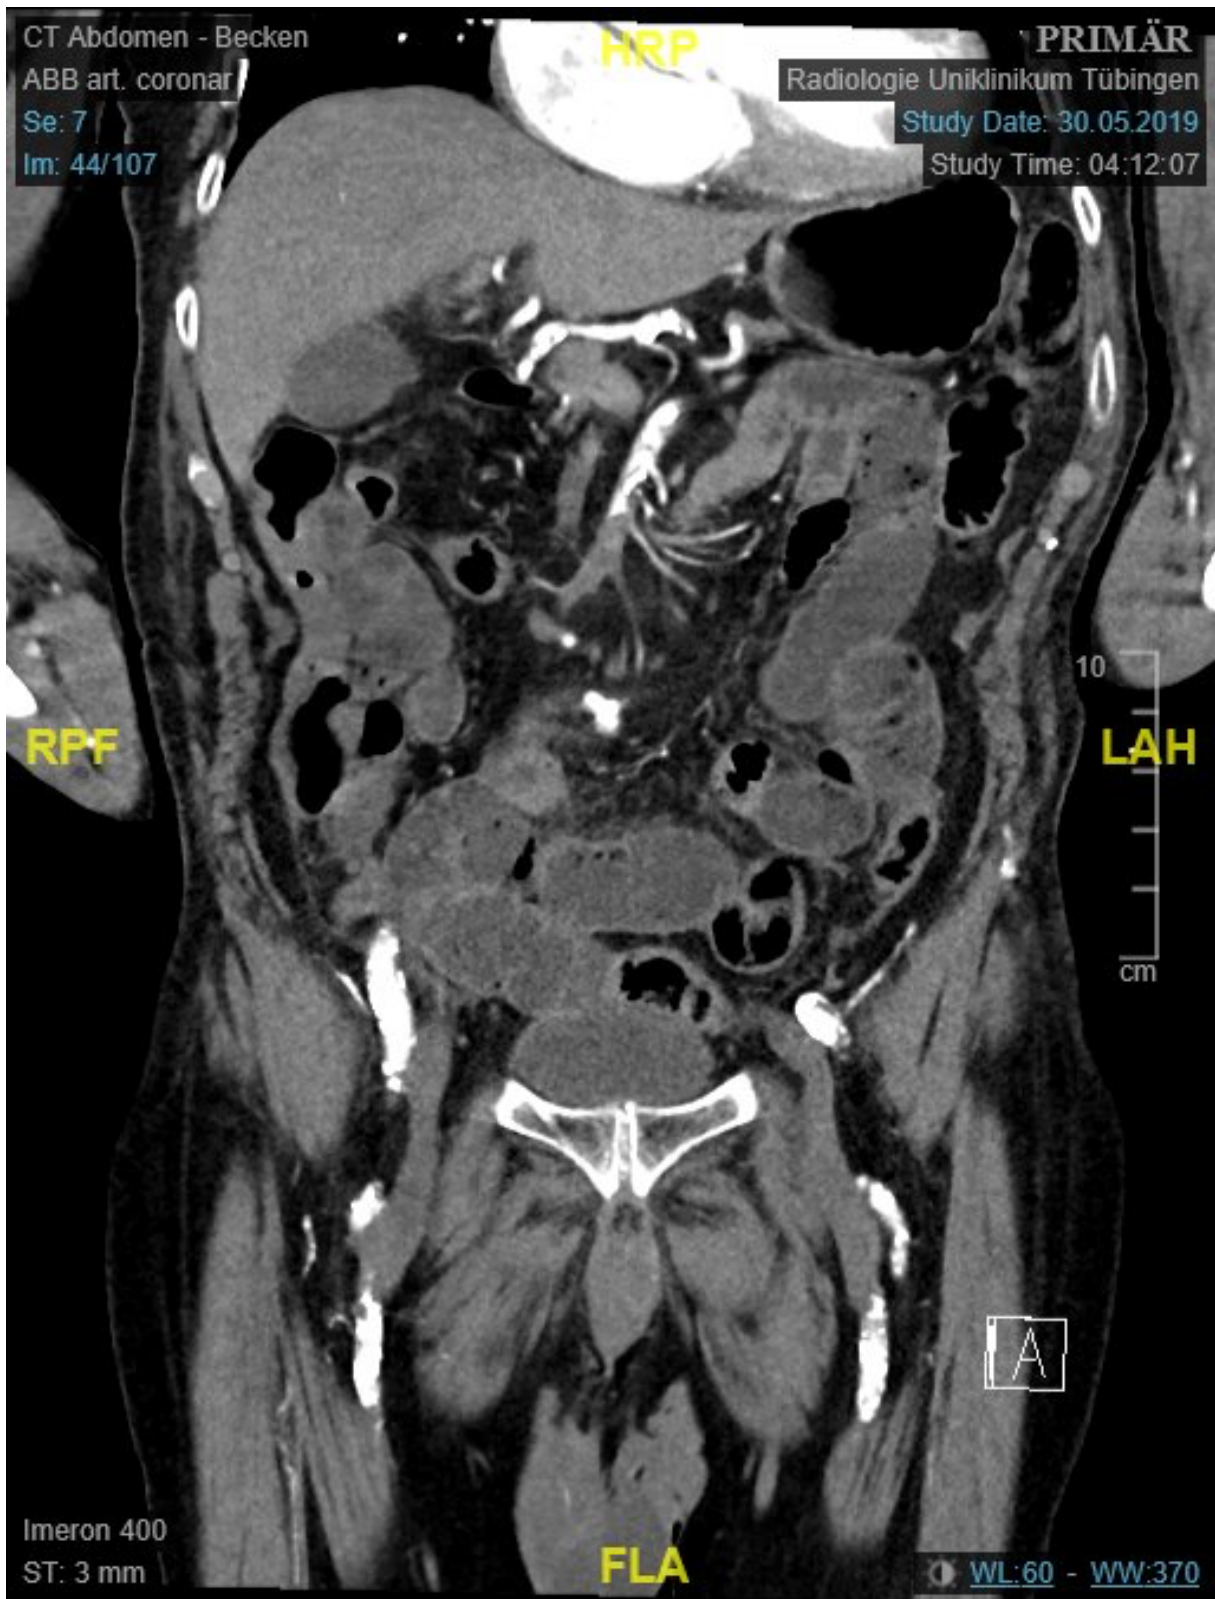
Arterielle Phase eines Kontrastmittel-CT mit Verschluss der SMA im coronaren Schnittbild
